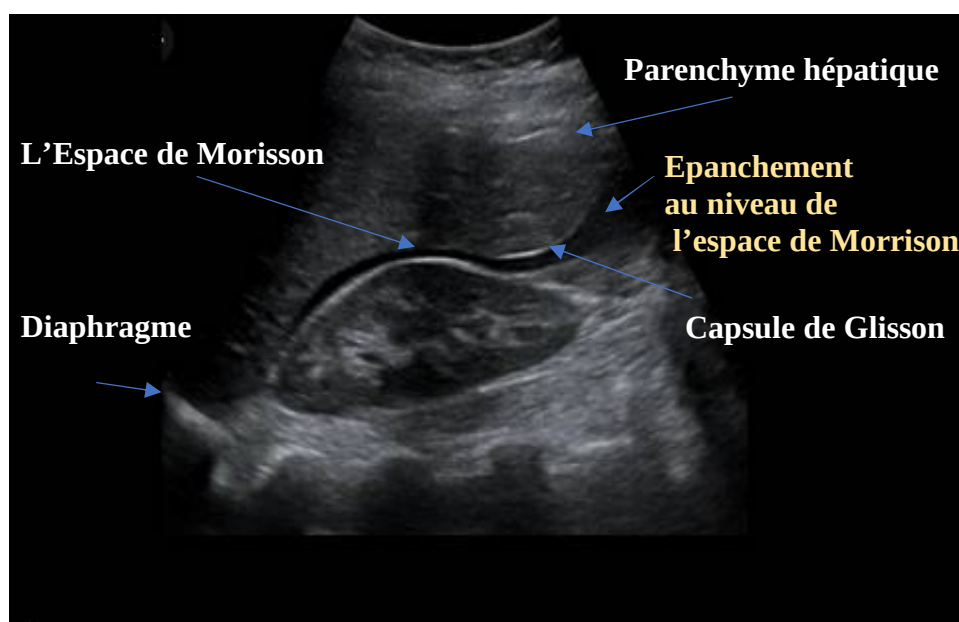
Image échographique de la quatrième coupe longitudinale ,montrant l'environnement périhépatique[10]
